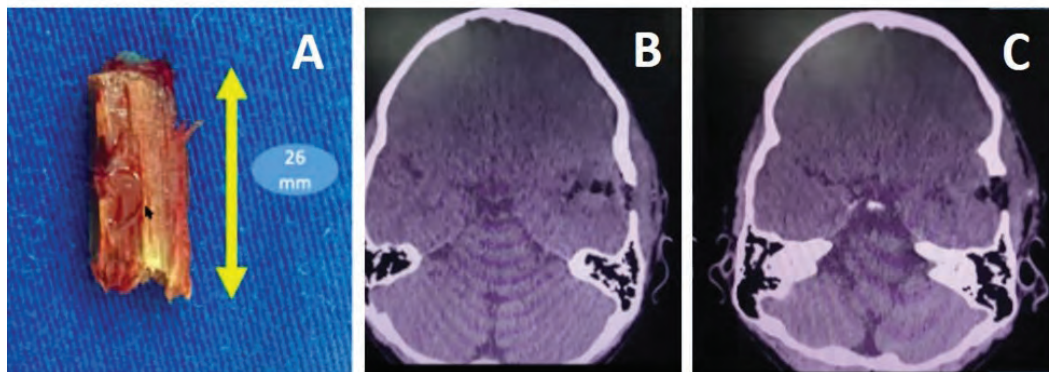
A. 26 mm long wooden fragment taken from the patient's left temporal lobe. B and C. Control CT scan 24 hours after surgery showing disappearance of the linear hypointense signal (wood), with residual pneumocephalus and reduction of the area of perilesional edema.
